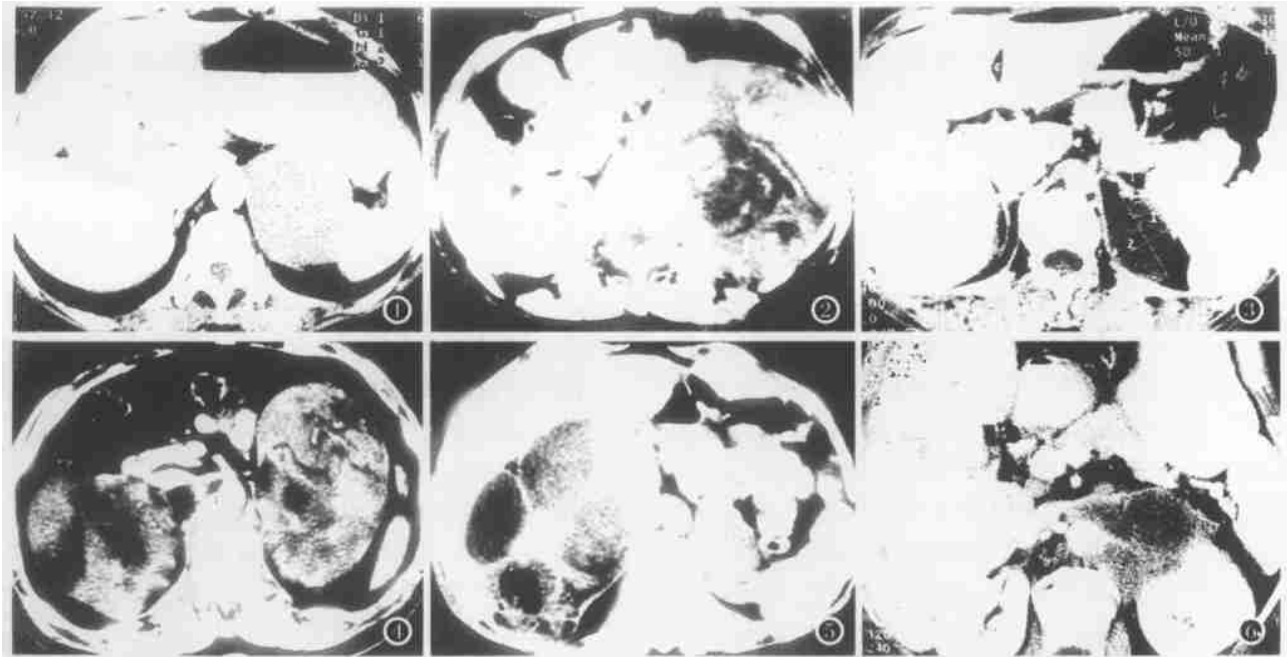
节细胞神经瘤,CT 增强示左肾上腺边界清楚的卵圆形肿块轻度均匀强化,与胃、脾及膈接触面呈较规则弧形,术中见仅与膈脚有轻度粘连。图 2 腺癌,CT 增强示左肾上腺边界模糊的类圆形肿块,中央坏死区不强化,周围实质部分轻中度不均匀强化,有不完整的包膜强化。术中见膈脚和后腹壁肌肉受侵。图 3 囊肿,CT 增强示左肾上腺边界清楚的卵圆形均匀液性密度无强化肿块,与正常强化的肾上腺相连,囊壁有小点状钙化,与脾和膈脚接触面呈较规则弧形。图 4 髓样脂肪瘤,CT 平扫示双侧边界清楚的巨大类圆形和卵圆形肿块,表现为脂肪密伴团片状、条带状稍高密度影。图 5 成熟畸胎瘤,CT 平扫显示右肾上腺分叶状肿块,含脂肪、水、软组织及钙化密度,与肝脏接触面呈较规则弧形,术中见与部分肝包膜、膈脚和后腹壁有粘连。图 6 肺癌肾上腺转移,CT 增强示左肾上腺边界模糊的不规则环状强化肿块,中央坏死囊变区不强化,包绕浸润主动脉,同时侵犯左肾和膈脚。
